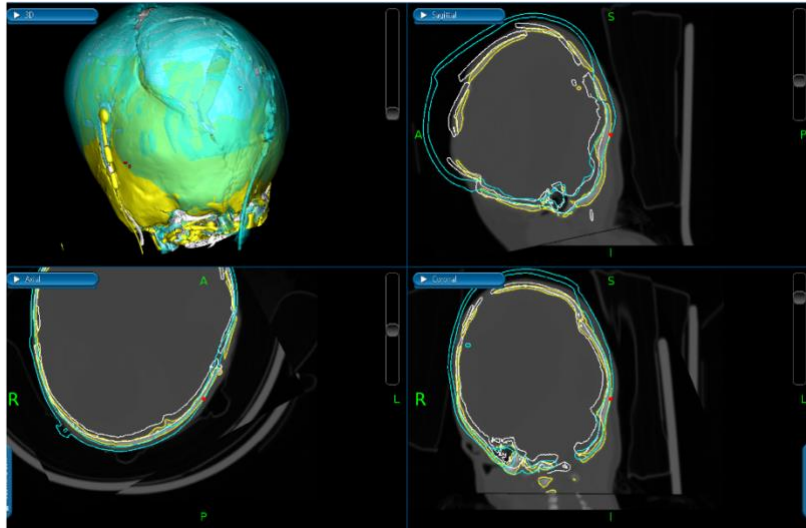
Tomografia Computorizada de comparação entre os 6 meses de pós-operatório (amarelo) e os 12 meses (verde)
